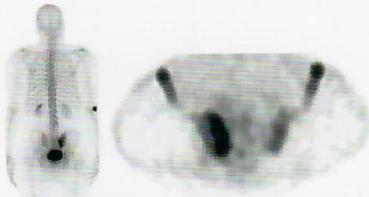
Cintigrafia óssea. Incidência posterior de um estudo de corpo inteiro e vista transversal de um estudo tomográfico da bacia (SPECT).
